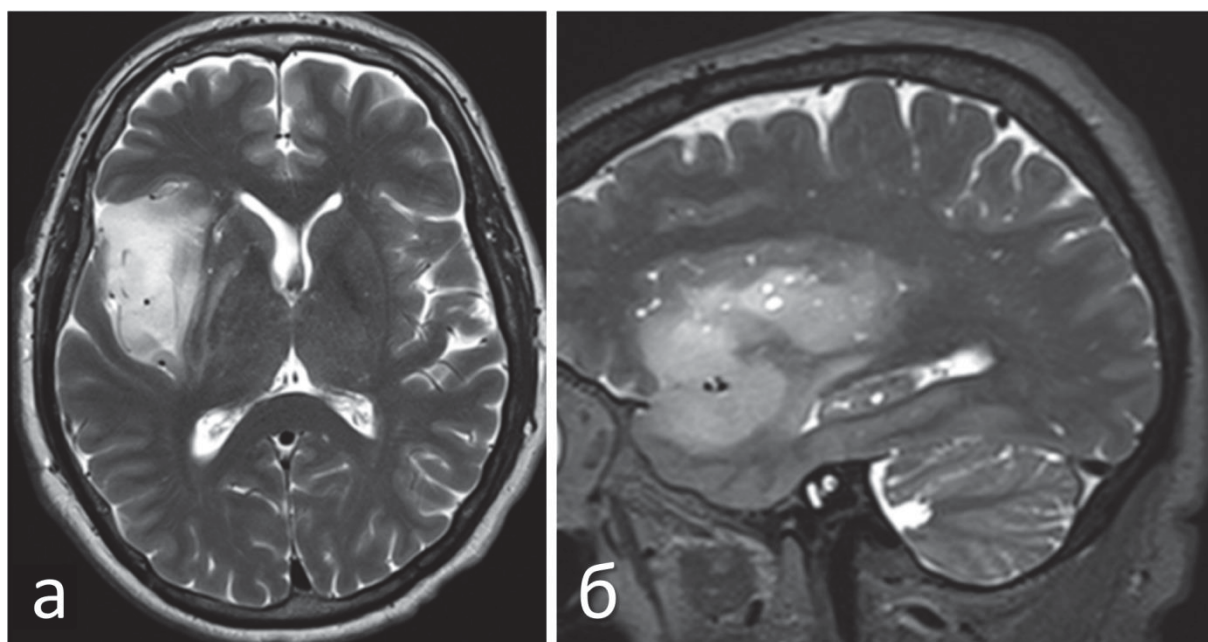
МРТ головного мозга пациента с диффузной астроцитомой (grade 2) правой островковой доли: а – изображение в режиме T2, аксиальная проекция; б – изображение в режиме T2, сагиттальная проекция
